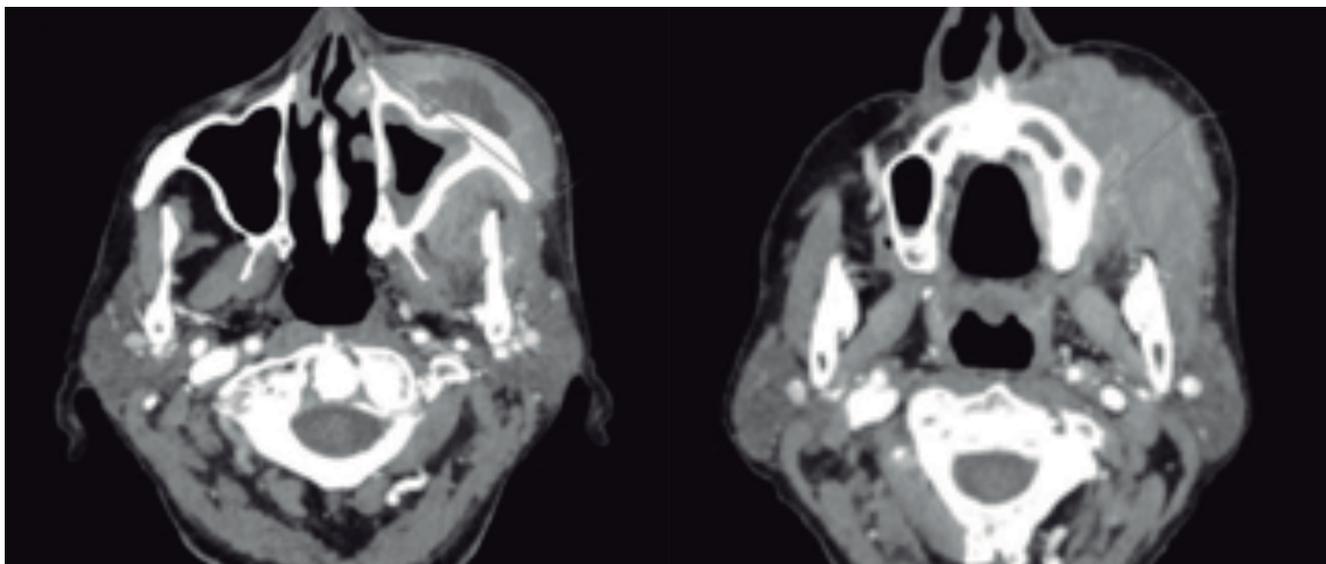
Cortes axiales del TC: masa que afecta a los planos blandos de la región malar, fosa pterigopalatina y suelo de la órbita izquierdos que en conjunto mide 7 x 6,6 x 3 cm, con áreas de esclerosis y patrón permeativo en las paredes anterior y lateral del seno maxilar ipsilateral. Engloba al músculo masetero y al músculo recto inferior con exoftalmos izquierdo.
